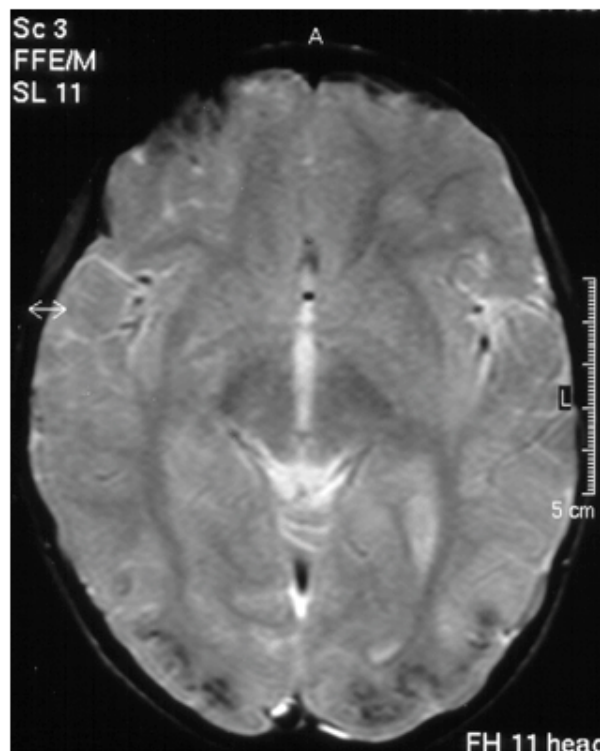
RM de encéfalo: áreas de hipossinal em T2 na região parieto-occipital, bilateralmente.
